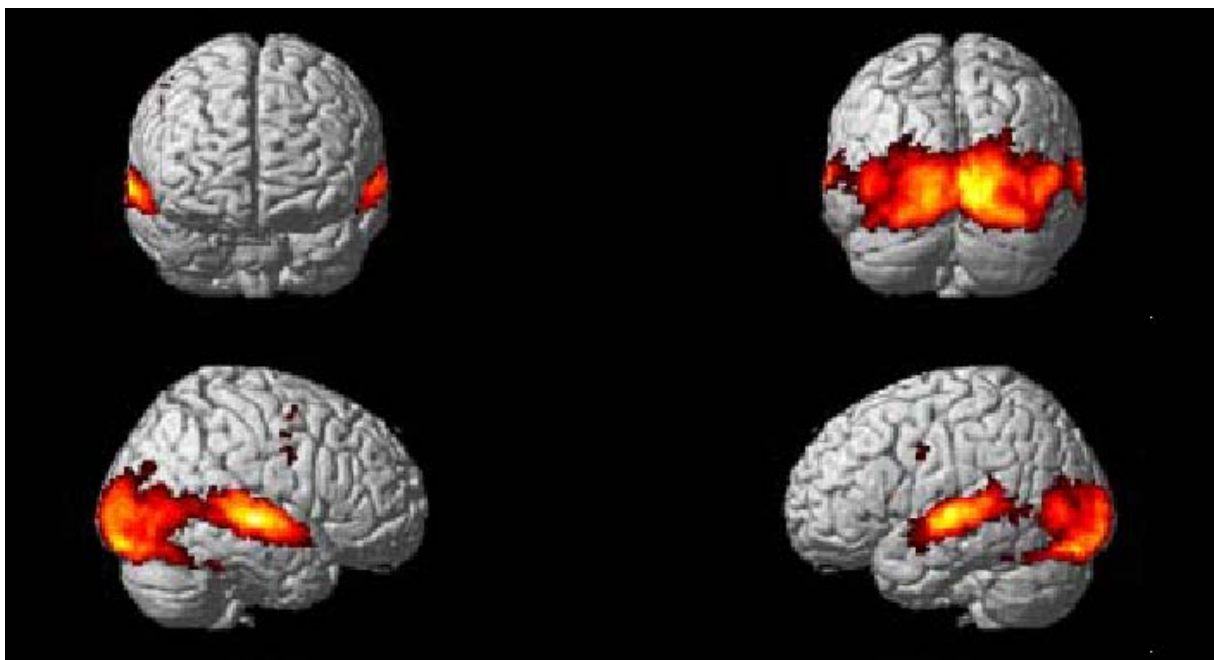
Zerebrale Aktivierungsmuster bei der Verumgruppe unter audiovisueller Stimulation ($p < 0,01$) nach Subtraktion des Ruhemetabolismus. Obere Reihe zeigt die ventrale und rostrale Ansicht. Untere Reihe zeigt die rechts laterale und links laterale Ansicht. Die farbkodierten statistischen Signifikanzwerte wurden zur Veranschaulichung auf ein T1-gewichtetes MRT-Bild überlagert.
